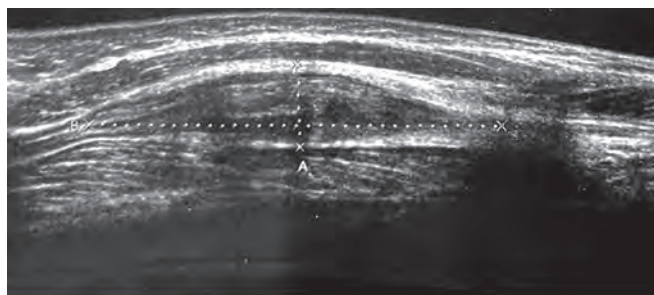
УЗИ. Диффузное увеличение седалищного нерва
